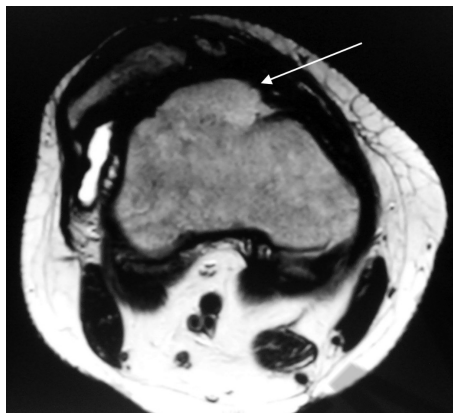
Данные МРТ правого коленного сустава пациента П., 17 лет. Стрелкой указано возвышение на «входе» в межмыщелковую борозду бедренной кости, смещающее надколенник кнаружи. Отмечается также наличие продольного перелома надколенника и его латерализация
